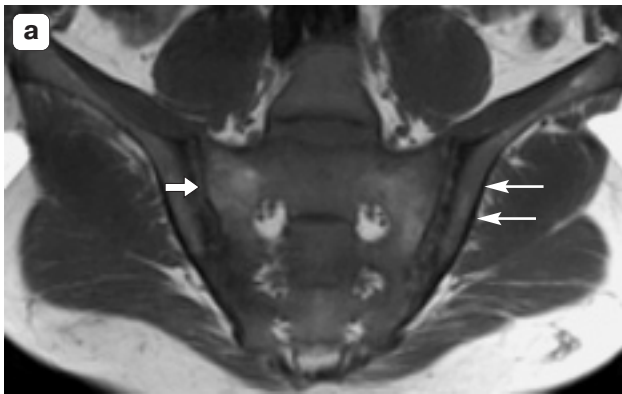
МРТ крестцово-подвздошных сочленений пациента с сакроилеитом. а – T1-ВИ фронтальная проекция. Неравномерно расширены суставные щели обоих КПС. Субхондральный склероз суставных поверхностей (широкая стрелка), контуры их неровные. Множественные эрозии (тонкие стрелки); б – STIR-фронтальная проекция. Выраженный отек губчатой костной ткани как крестца, так и подвздошных костей. Повышена интенсивность сигнала от суставной капсулы сустава справа и слева; в – T2-ВИ кософронтальная проекция. В вентральных отделах боковых масс крестца округлой формы участки повышения МР-сигнала, также визуализирующиеся на T1-ВИ и не дифференцирующиеся на STIR-томограммах, расценены как зоны жировой трансформации (широкие стрелки).
